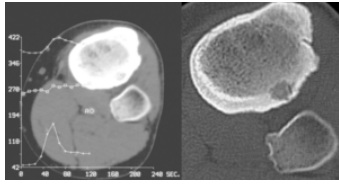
Osteoidosteom, CT mit/ohne KM.
